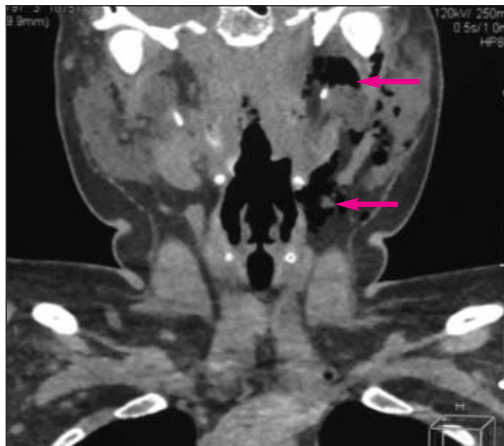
МСКТ глотки, гортани и органов грудной клетки пациентки. Видны пузырьки воздуха в мягких тканях лица и шеи (указаны стрелкой)
